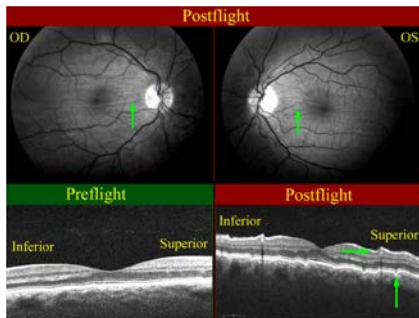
На черно-белой фотографии визуализируются хориоидальные складки (показаны зелеными стрелками). Изображения, полученные с помощью оптического когерентного томографа до- (preflight) и после (postflight) космического полета. (Nelson E. S., et al.).
